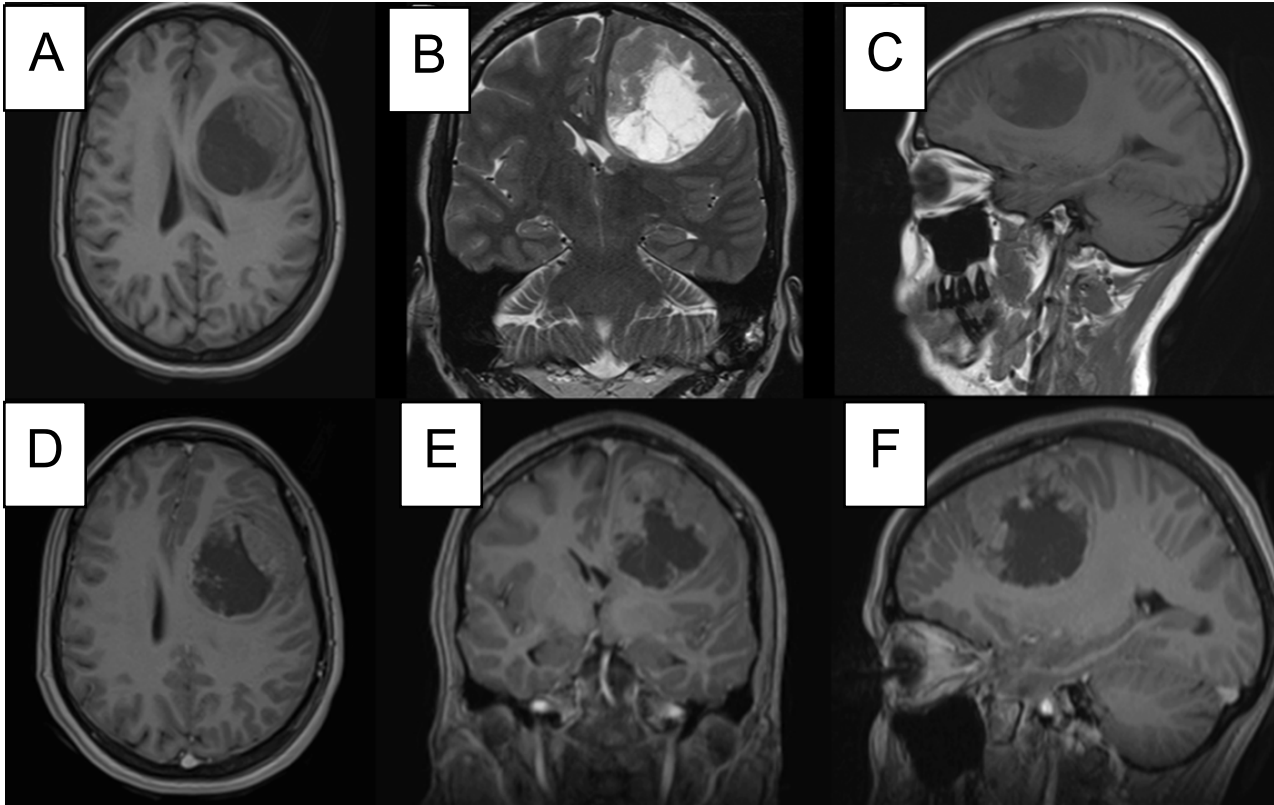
Resonancia magnética cerebral prequirúrgica. A) Secuencia axial T1. B) Coronal T2. C) Sagital T1. D-F) Se observa una lesión frontal izquierda redondeada de componente sólido-quístico de aproximadamente 54 mm x 46 mm x 54 mm, de localización extraaxial, que colapsa el ventrículo lateral ipsilateral, con tenue realce a la administración de contraste endovenoso.
